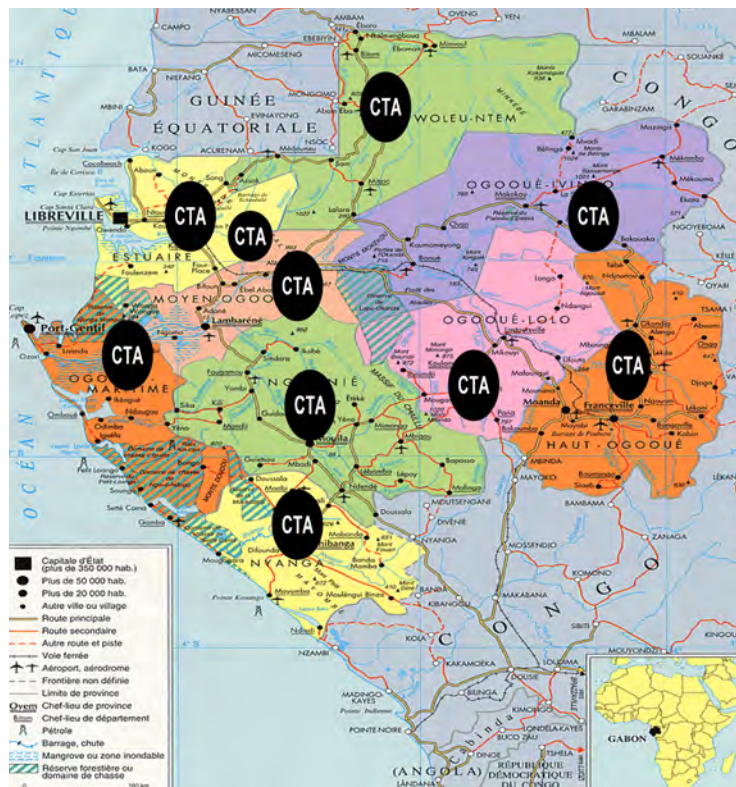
Répartition géographique des CTA sur le territoire national.
